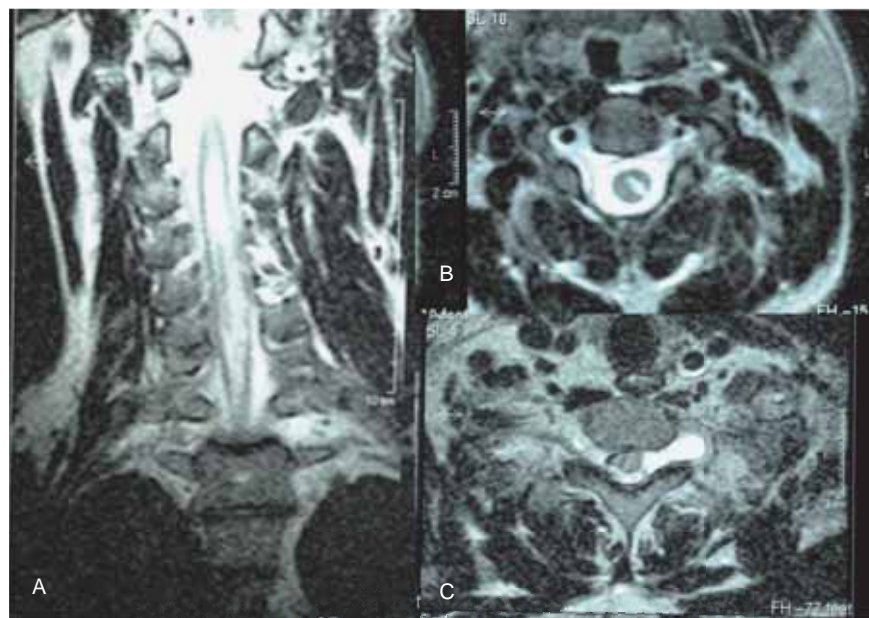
Daños de las vías largas nerviosas. A-B) RM cervical de paciente con avulsiones de cinco raíces (cortes sagitales y axiales) inmediata después del traumatismo: hematoma intramedular desde C2 hasta T1. C) RMN del mismo paciente un mes después del accidente (corte axial): aparición de meningocele.
